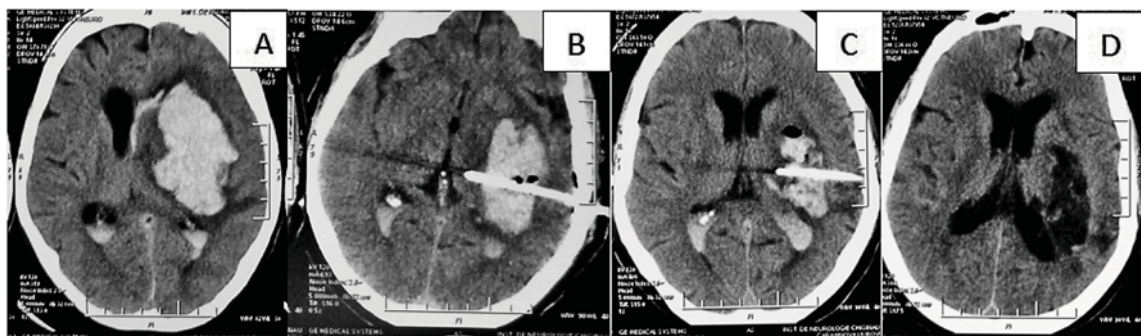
A. TC cerebrală preoperatorie, hematom masiv intracerebral temporal pe stânga, cu erupere în sistemul ventricular. B. TC postoperatorie. C. TC peste 24 de ore. D. TC cerebrală peste 7 zile.
